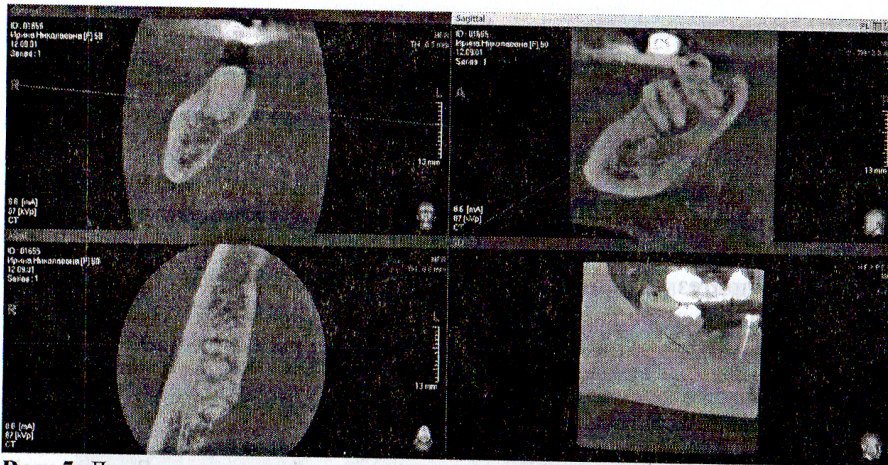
Дентальная компьютерная томограмма зуба 47.
